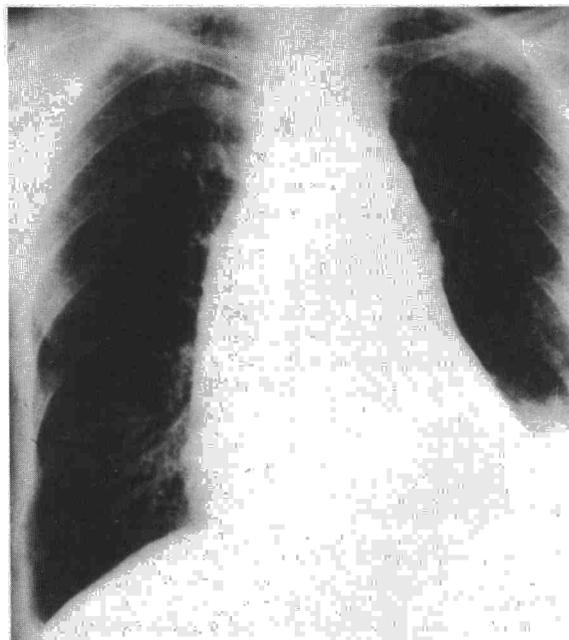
Radiografía de tórax: ensanchamiento mediastínico y derrame pleural bilateral.
